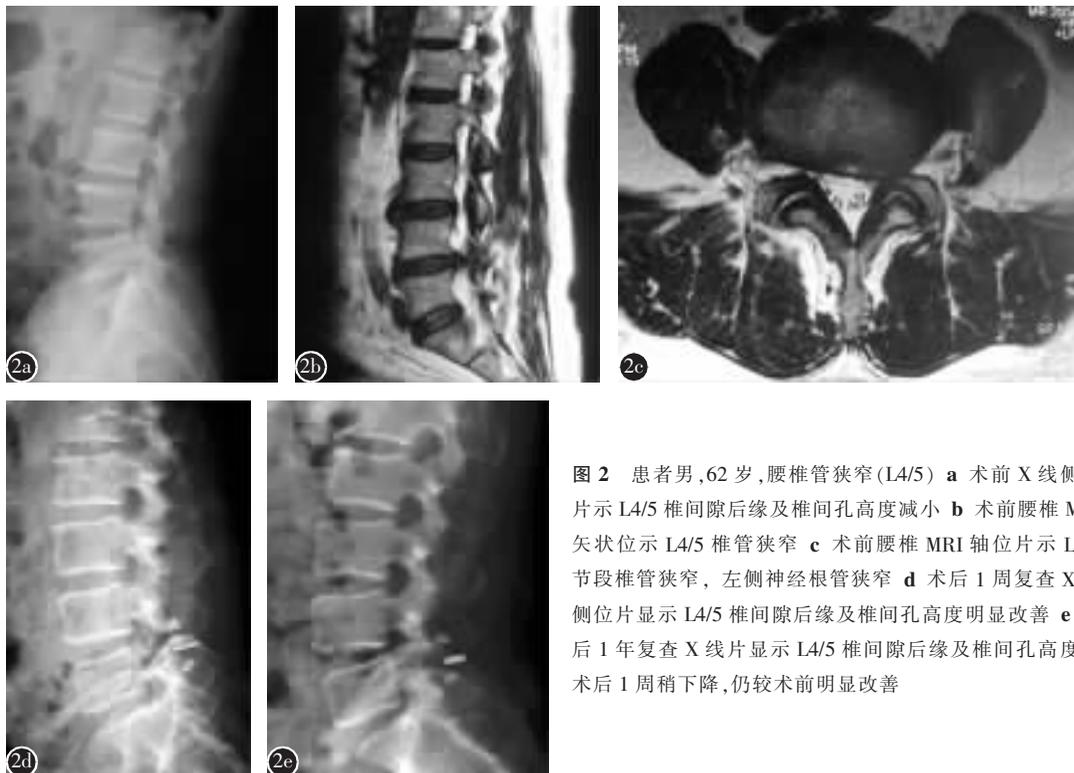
患者男,62 岁,腰椎管狭窄(L4/5) a 术前 X 线侧位片示 L4/5 椎间隙后缘及椎间孔高度减小 b 术前腰椎 MRI 矢状位示 L4/5 椎管狭窄 c 术前腰椎 MRI 轴位片示 L4/5 节段椎管狭窄,左侧神经根管狭窄 d 术后 1 周复查 X 线侧位片显示 L4/5 椎间隙后缘及椎间孔高度明显改善 e 术后 1 年复查 X 线片显示 L4/5 椎间隙后缘及椎间孔高度较术后 1 周稍下降,仍较术前明显改善
